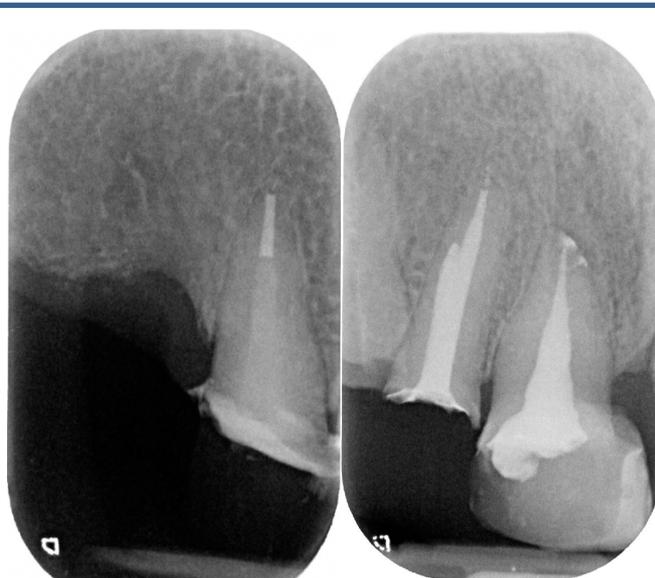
(c) : radiographie post-opératoire. Les instruments ont été retirés, les canaux retravaillés et obturés de façon tridimensionnelle et étanche. Notez l'impossibilité d'atteindre l'apex en distal.
